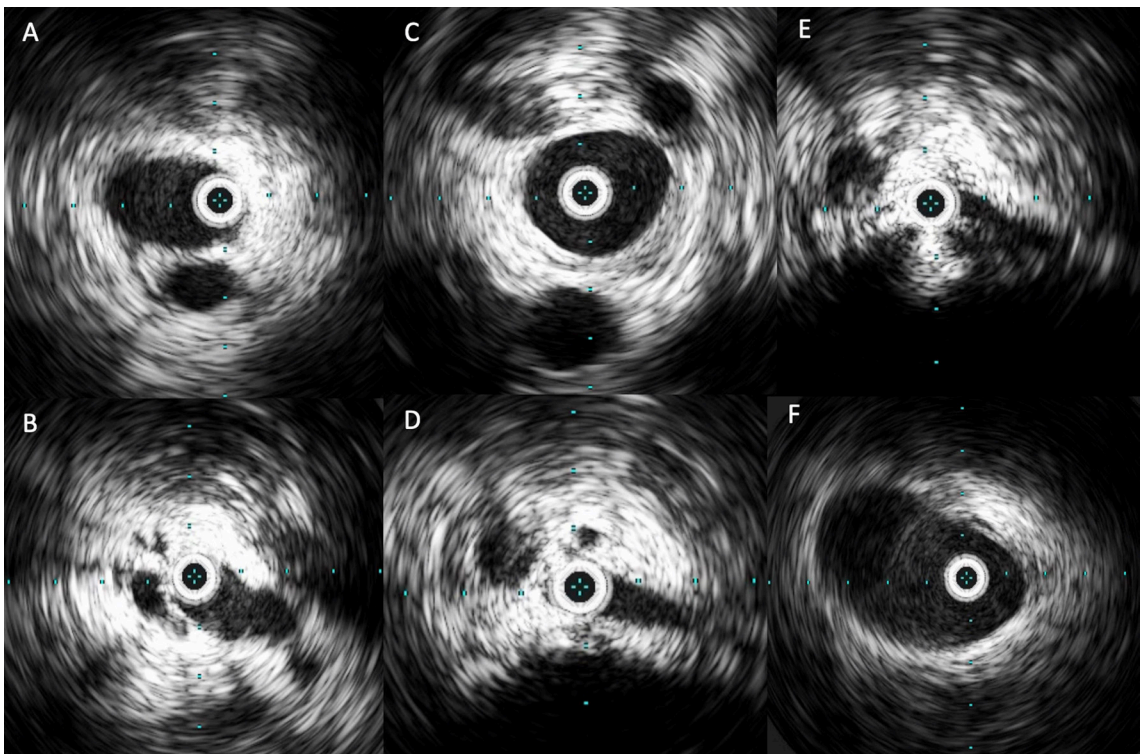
Imagem obtida durante a passagem do cateter de ultrassonografia intravascular (Vision PV.035 – Philips) em todo segmento tratado, com o objetivo de identificar trombos residuais e pontos residuais de compressão e/ou obstrução: A) veia femoral esquerda; B) veia femoral comum esquerda abaixo do ligamento inguinal; C) terço médio da veia íliaca comum esquerda; D e E) compressão e obstrução severa (>80%) em confluência de veias íliacas e em extremidade caudal da veia cava inferior; D) veia cava inferior em terço médio infrarenal.
